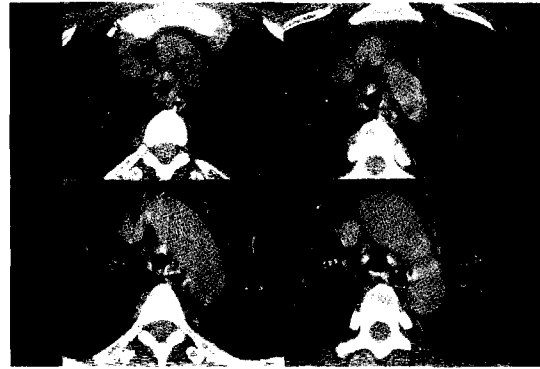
High resolution CT of chest: diffuse smooth thickening of tracheal wall and proximal bronchi associated with luminal narrowing, but no calcification or mediastinal infiltration.
